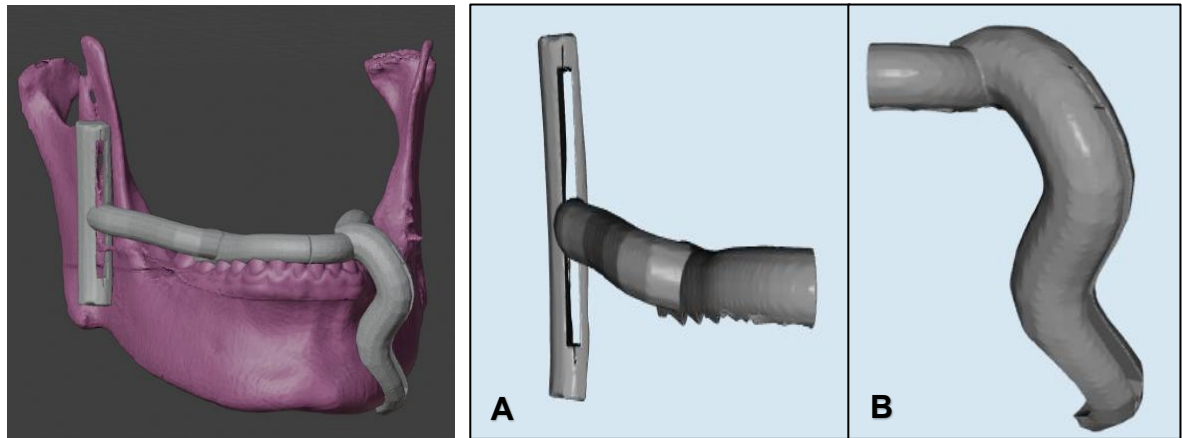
Reconstrução Tridimensional do Software Ortog On Blender de tomografia computadorizada após 175 dias da fratura inicial, evidenciando a incorreta posição dos cotos ósseos
